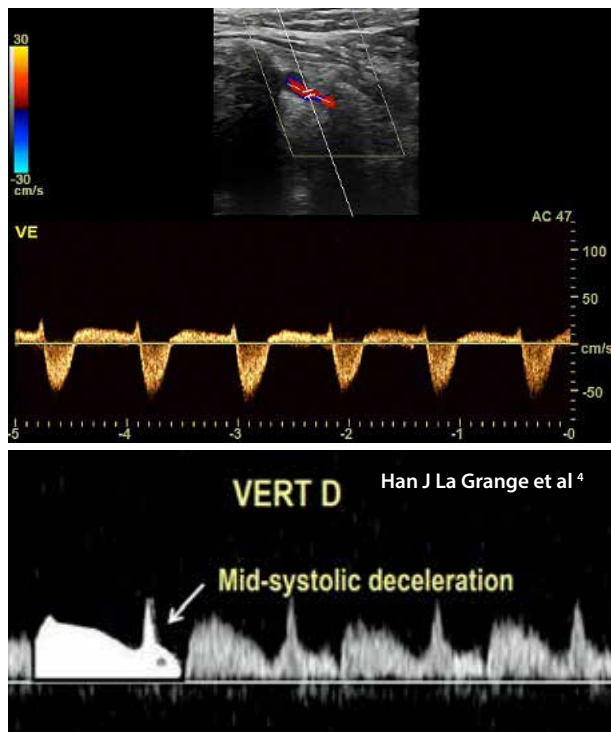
Doppler espectral de la arteria vertebral izquierda que muestra un patrón de flujo sanguíneo parcialmente invertido, con desaceleración media sistólica, transmitiendo una imagen similar a un conejo ("bunny rabbit" sign), Han J La Grange et al ⁴.
